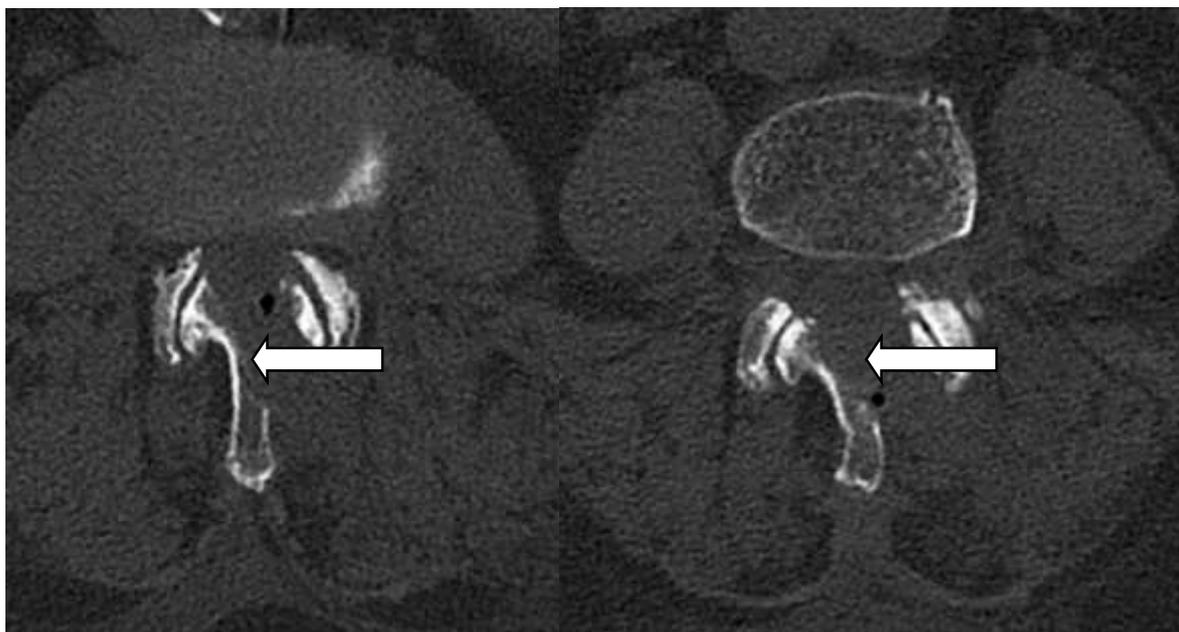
Послеоперационная МСКТ. Стрелкой отмечена зона декомпрессии (И/б 5671/С2020)
